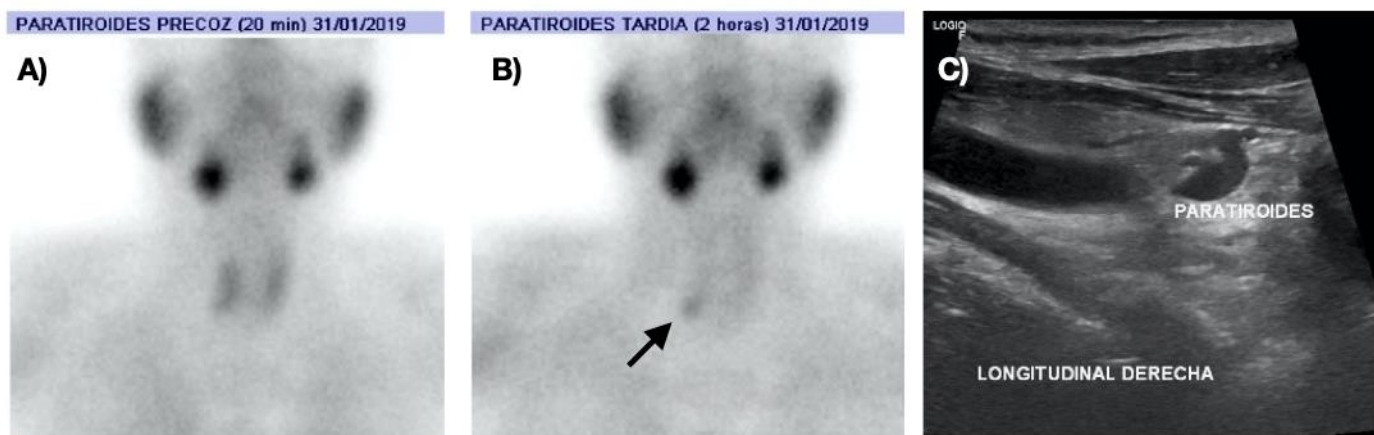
Gammagrafía de paratiroides, estudio inicial a los 20 minutos (A) y tardío a los 120 minutos. (B) donde se aprecia depósito focal del radiofármaco, persistente en fase tardía, proyectado sobre polo inferior de lóbulo tiroideo derecho, indicativo de paratiroides anormal. C) Ecografía de paratiroides: nódulo ovalado e hipoecoico, de 5 x 10 mm, por detrás de tercio inferior de lóbulo tiroideo derecho.
